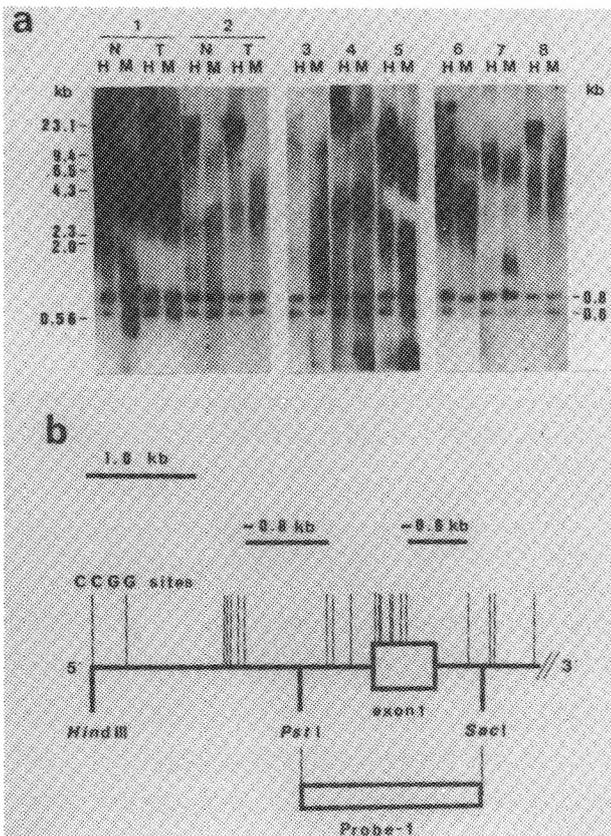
Methylation at the CCGG sites in the area surrounding the first exon of the *c-myc* gene in each liver tissue group. a) Representative autoradiographs of Southern hybridization patterns of *Hpa* II-digested (H) and *Msp* I-digested (M) DNAs from the liver tissues are shown. Nos. 1 and 2 are HCC cases. N = non-tumor liver tissue. T = HCC tissue. Nos. 3, 4 and 5 are chronic liver disease without HCC. Nos. 6, 7 and 8 are control livers. b) Map of the area surrounding the first exon of the *c-myc* gene, showing the *Hpa* II-*Msp* I sites (CCGG) and Probe-1, and indicating how the observed fragments can be generated.
